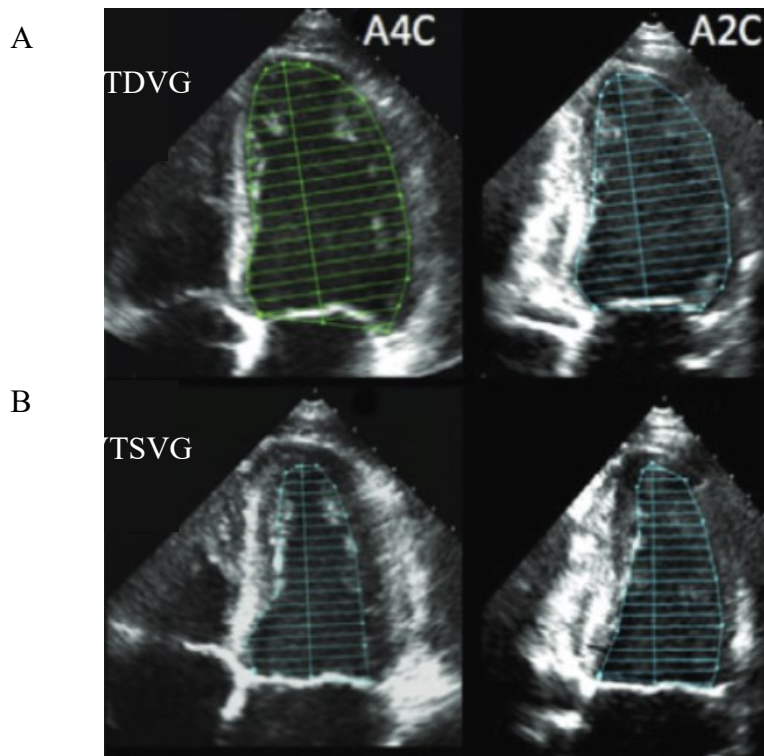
Vues d'échographie cardiaque du ventricule gauche où l'on peut retrouver le VTDVG (A) et VTSVG (B) au niveau d'une vue des 4 chambres (A4C : les deux ventricules et les deux oreillettes) et des 2 chambres (A2C : le ventricule et l'oreille gauches).
